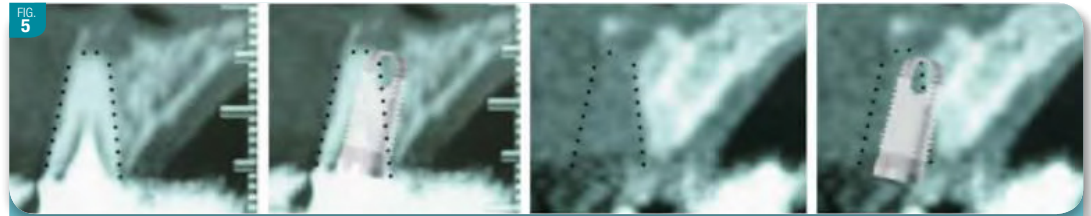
Etude Cone Beam avant et après extraction d'une incisive centrale : un placement conforme de l'implant n'est plus possible après la disparition du volume osseux alvéolaire
